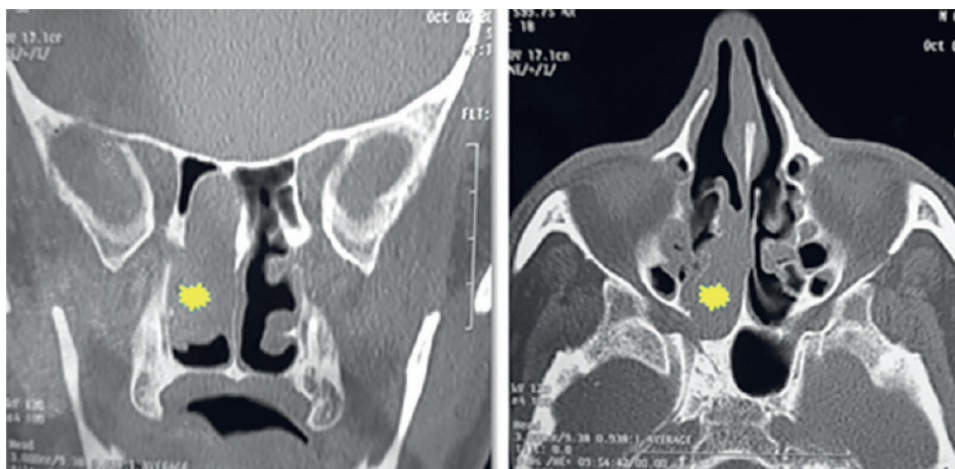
Пациент С., 48 лет. Компьютерная томография (КТ) в коронарной и аксиальной проекциях, лейомиома правой решетчатой пазухи с распространением в носовую полость справа.
